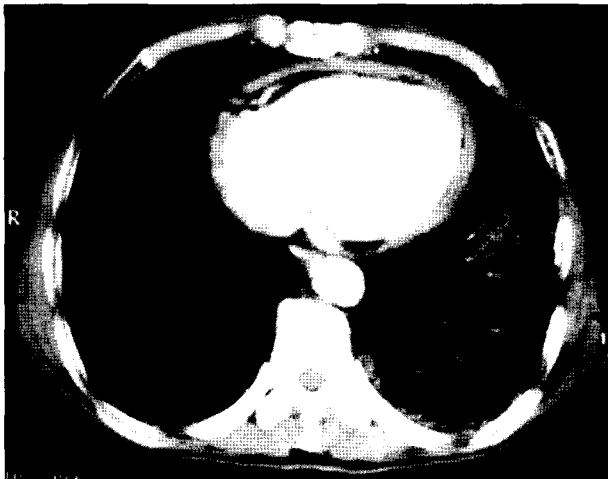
Preoperative chest CT with enhancement, showing thickened pericardium and left lung infiltration.
